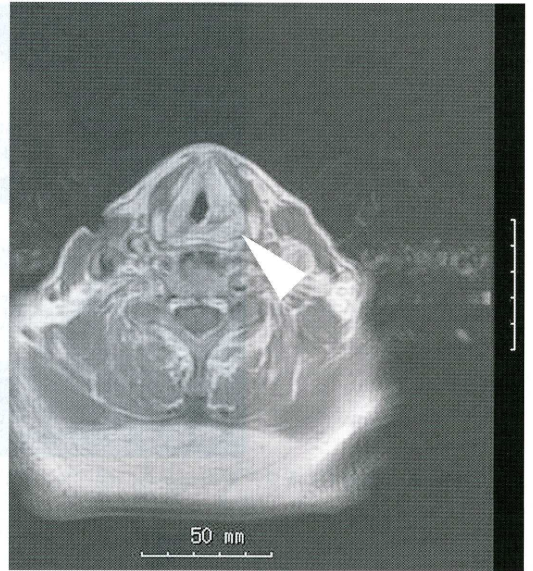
咽頭 MRI 所見. 下咽頭左側壁から正中を越えて淡い高信号を呈する腫瘍性病変を認めた(矢印).
